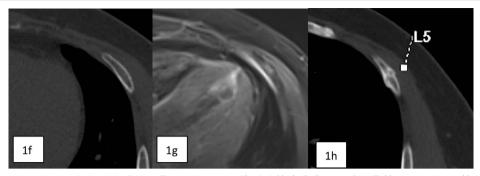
(a)~(c): 左侧前胸壁挤压伤后, (a) CT 三维重建检查未发现明确损伤情况, (b) MRI 检查后在 STIR 序列里观察到左侧第 3 前肋中间低信号,周围高信号, (c) 3 周后 CT 检查,骨折吸收,骨折线出现,周围部分骨痂形成;图 1(d)~(e):车祸患者,(d) 右侧第 5 前肋骨似稍迂曲,(e) MRI 检查后发现第 5 肋骨后缘局部不连续,周围高信号骨髓水肿改变;图 1(f)~(h):车祸后胸壁疼痛,(f)为胸部 CT 平扫,未发现异常,(g) MRI 发现局部高信号,内侧胸膜高信号,胸大小肌高信号改变,(h)为 1 个月后 CT 复查检查,左侧第 5 前肋骨折处可见骨痂形成。
